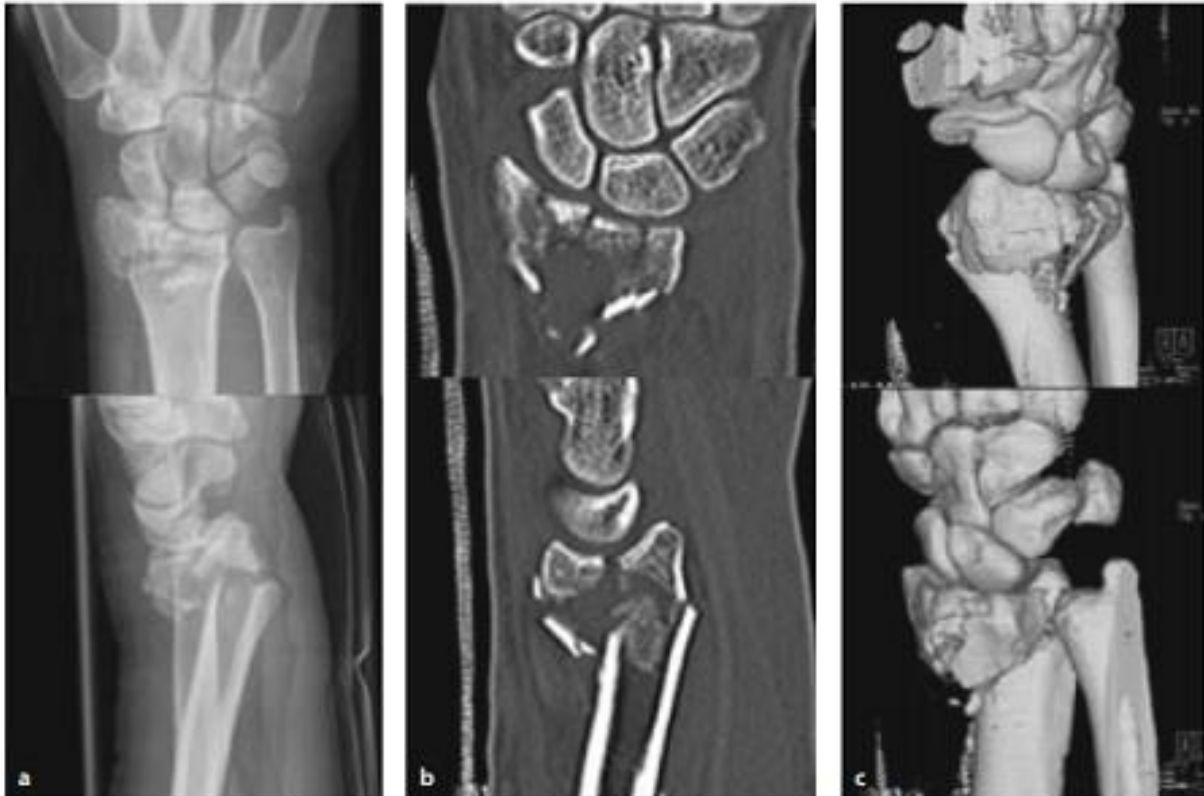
Vergleich der Darstellung einer intraartikulären Fraktur im konventionellen Röntgen, in den Computertomographie-Dünnschichten und in der 3D-Rekonstruktion eines CTs
